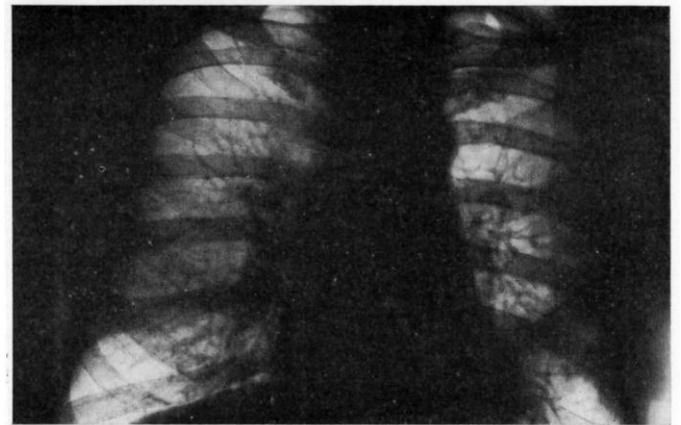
Рентгенограмма больного П. (после лечения). Справа корень легкого расширен, уплотнен. Слева — легочно-плевральные сращения
